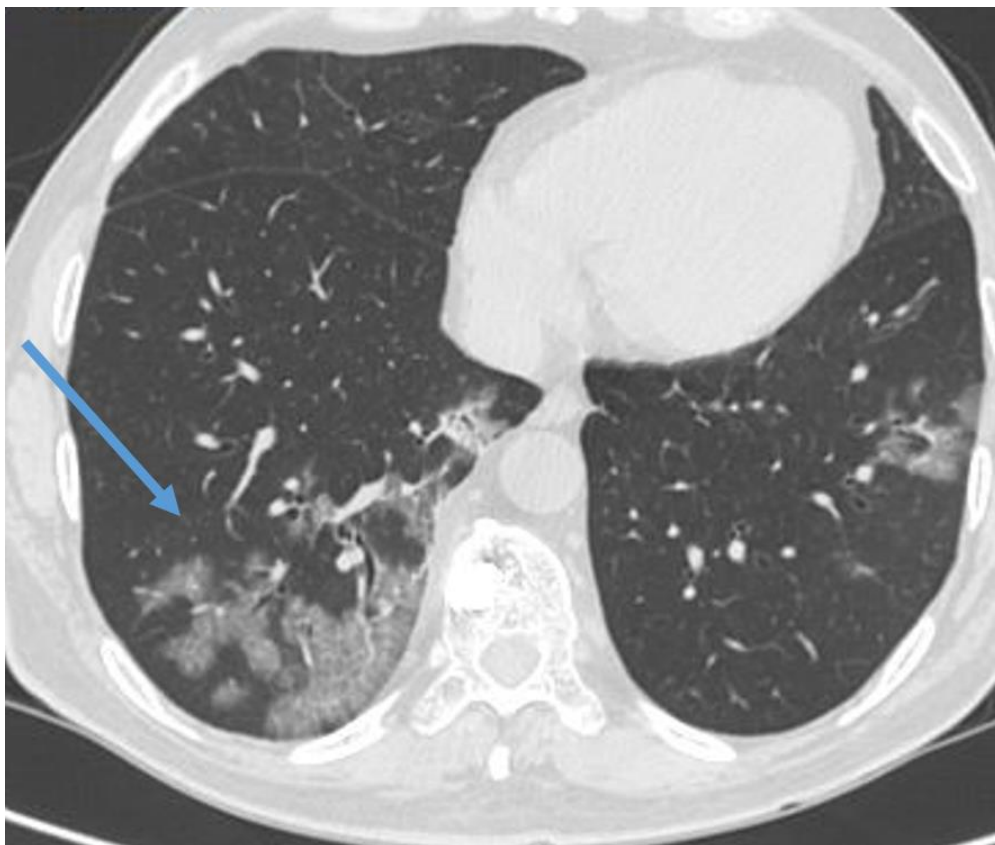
КТ груди, аксиальный срез. Пациент с вирусной пневмонией. В нижних долях легких отмечается симптом «булыжной мостовой» (стрелка)
